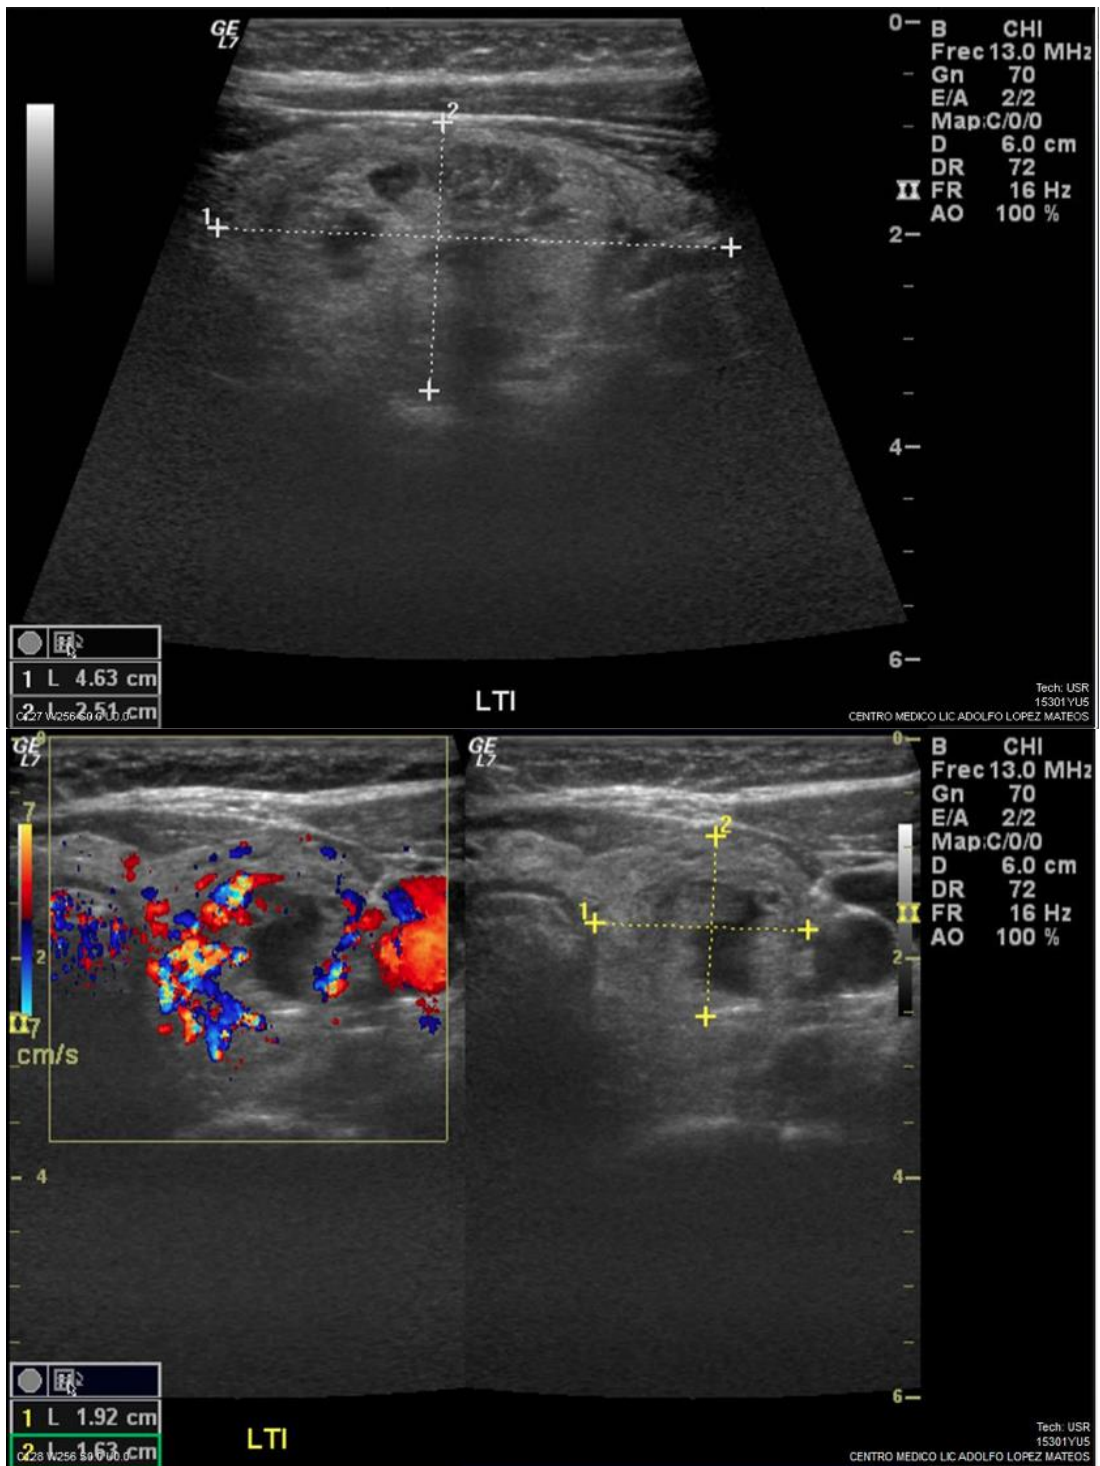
Paciente femenino de 42 años, con patología tiroidea de base. Imagen ecográfica a nivel del lóbulo tiroideo izquierdo, en la que se observa un nódulo tiroideo, con zonas anecoicas en su interior, en relación a zonas de degeneración quística. Tras la aplicación de modo doppler, con aumento periférico de su vascularidad. Cortesía del archivo radiológico del Centro Médico Adolfo López Mateos ISEM
